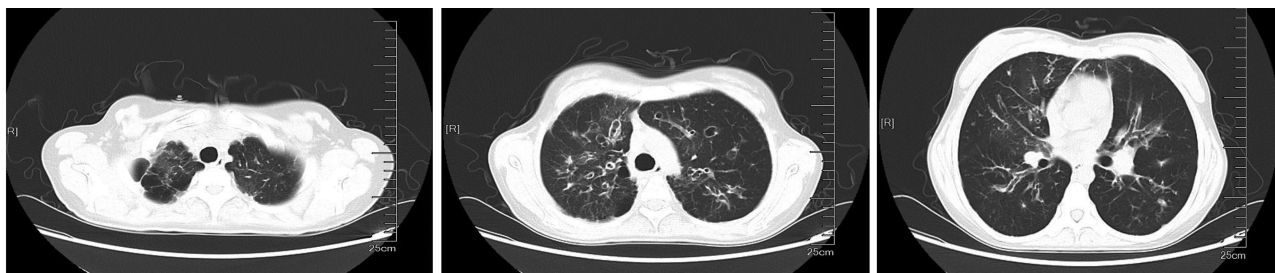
胸部CT示双肺支气管扩张伴感染、肺气肿、肺大泡
